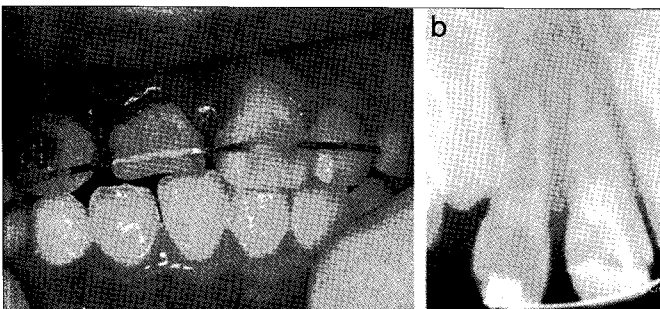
Immediate after resin-wire splint. (a) Intraoral photo. (b) Periapical radiograph.
